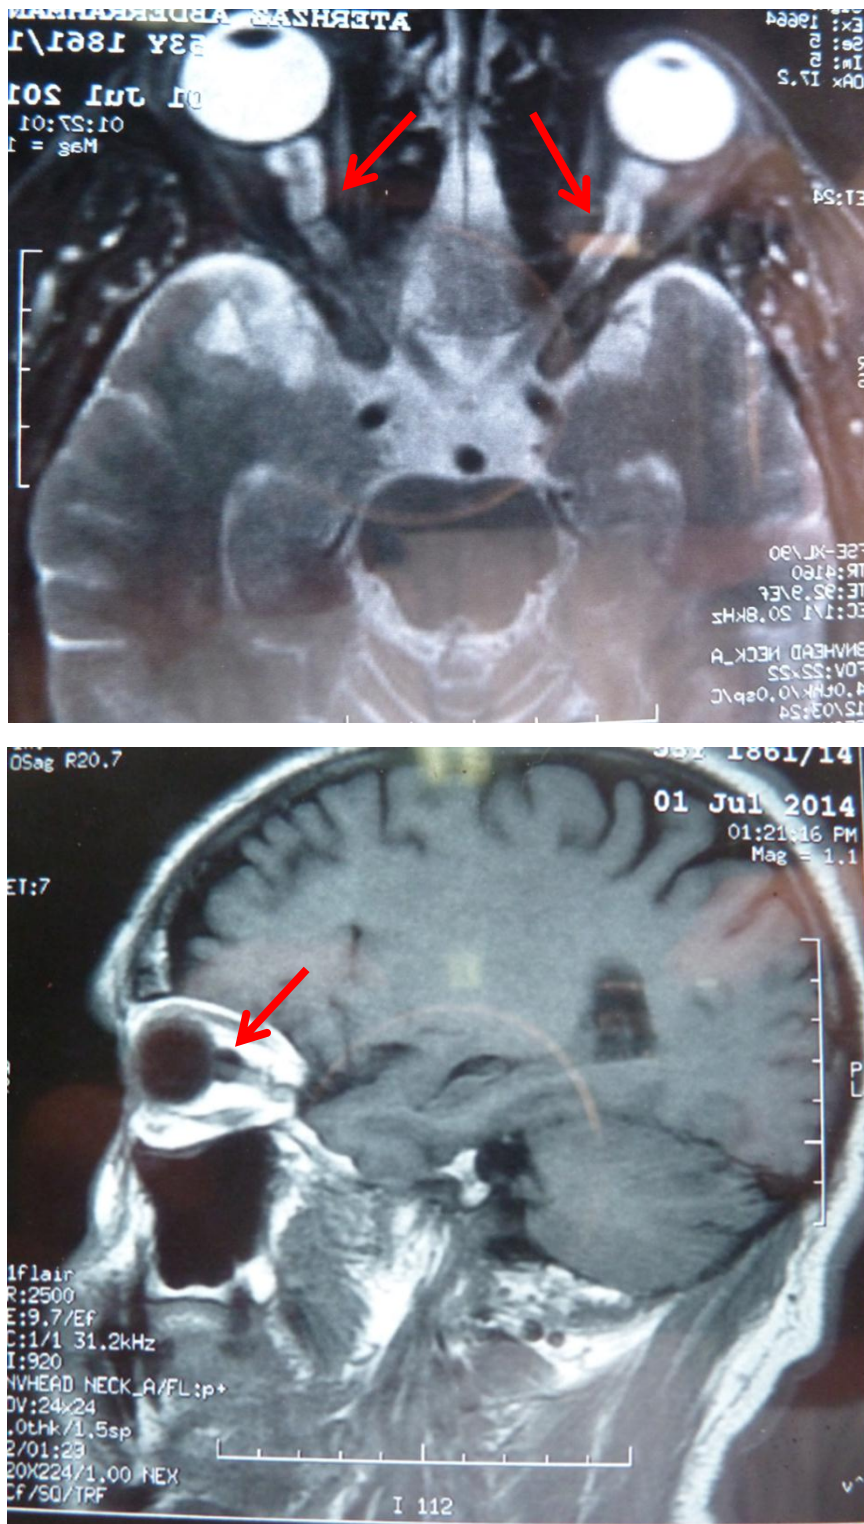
Coupes IRM axiales et parasagittales passant par l'orbite montrant une dilatation des gaines péri-optiques. (Service d'ophtalmologie, Hôpital Militaire Moulay Ismail)
